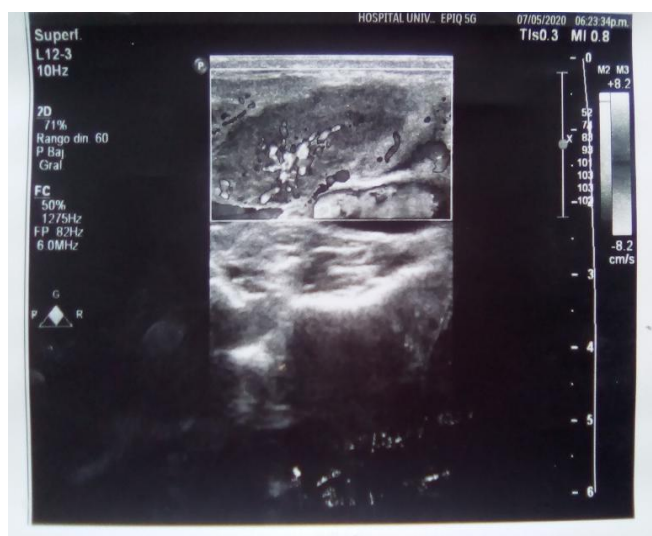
Ultrasonografía que muestra aumento de volumen de ganglio linfático. Hospital Universitario "Manuel Ascunce Domenech". Camagüey.
